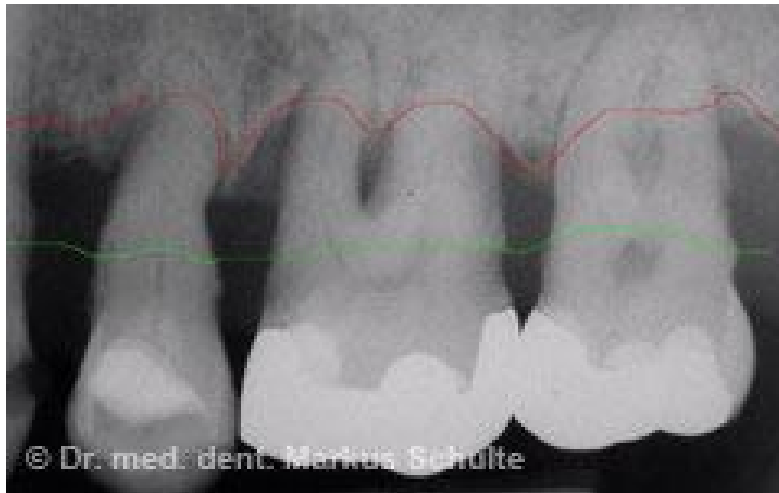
Radiographie d'une parodontite sévère. La ligne verte indique le niveau osseux normal d'une personne saine, tandis que la ligne rouge représente le niveau osseux actuel [97].
